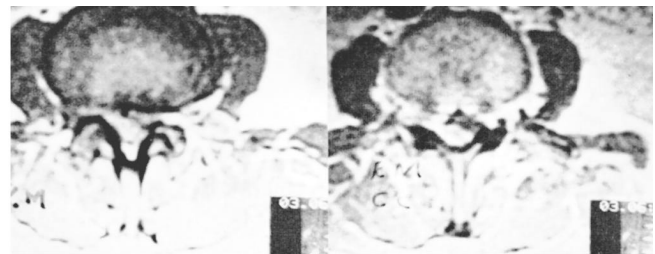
À esquerda, ressonância magnética, em corte axial do mesmo caso acima, mostrando a massa posterior e lateral direita comprimindo o saco tecal. À direita, após injeção de contraste paramagnético, vê-se a imagem da massa impregnada na sua periferia e, em seu interior, a imagem de baixo sinal comprimindo o saco tecal. Tratava-se de fragmento de disco seqüestrado, o que foi confirmado na cirurgia.
